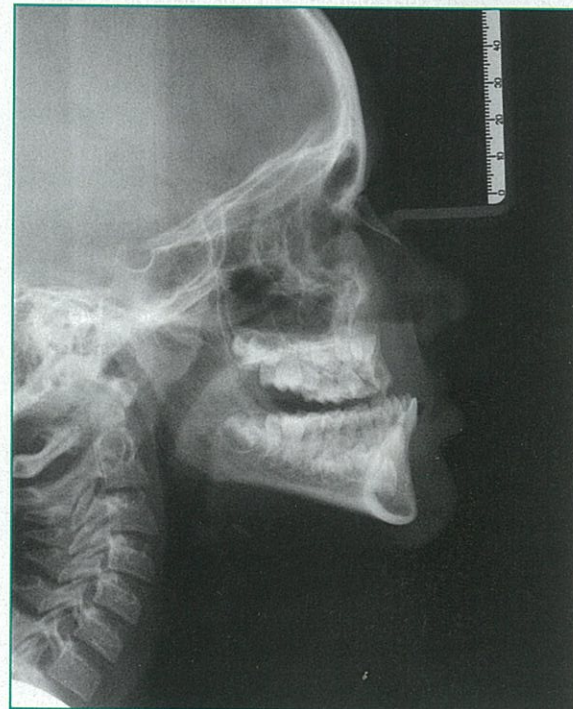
Aktueller Röntgenbefund der heute sechsjährigen Patientin
